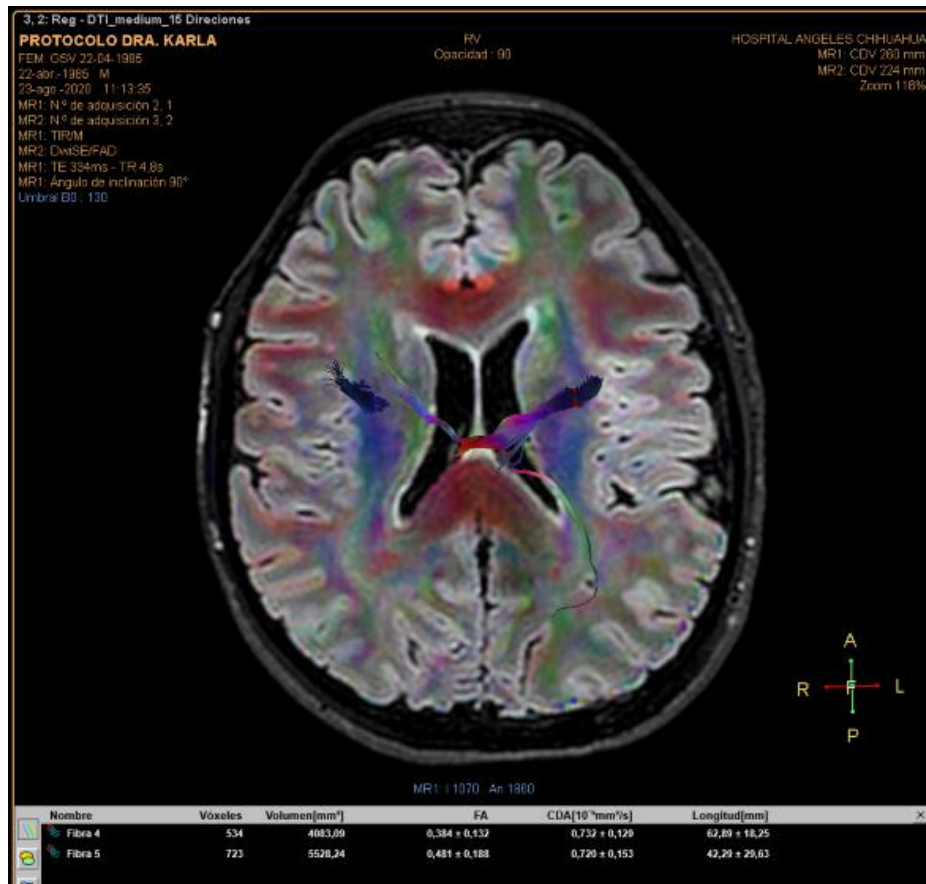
Imagen de resonancia magnética en fusión de secuencias DTI y FLAIR a nivel de las regiones periventriculares, con medición de la FA de la región derecha e izquierda.
